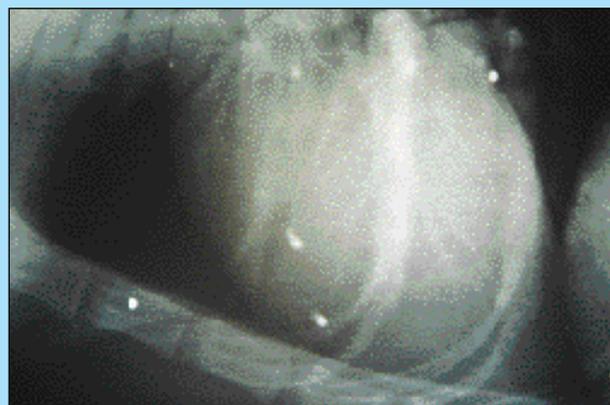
Particolare della radiografia precedente: il pallino da caccia mostra un'ombra che, suggerendone il rapido movimento, indica che il suddetto si trova in posizione intracardiaca.
